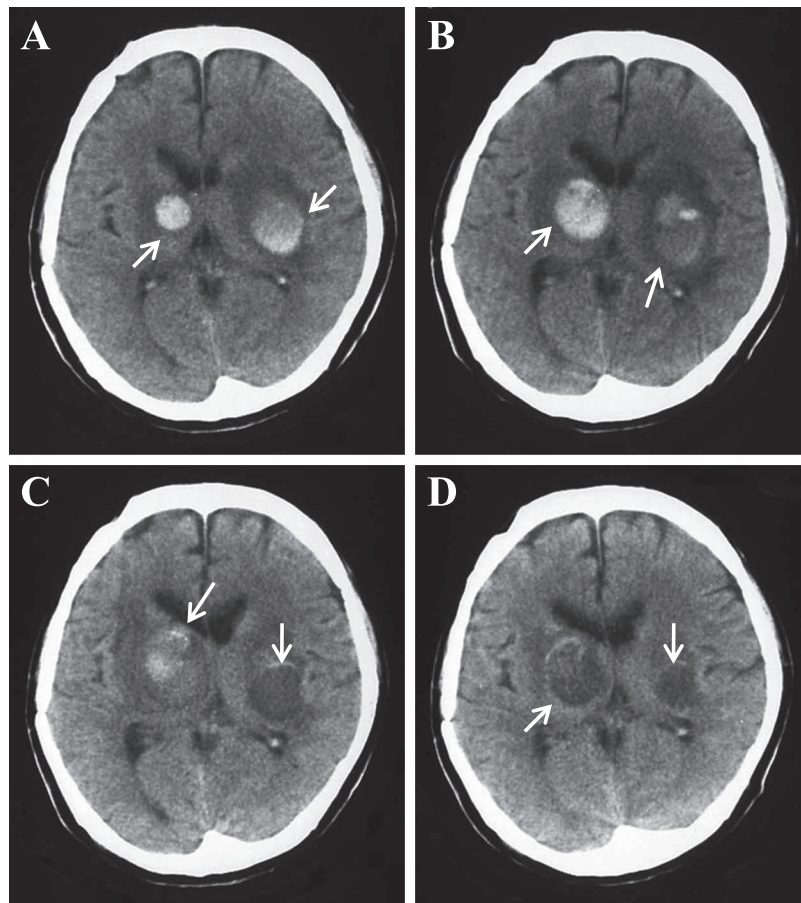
Brain CT of Case 2.
